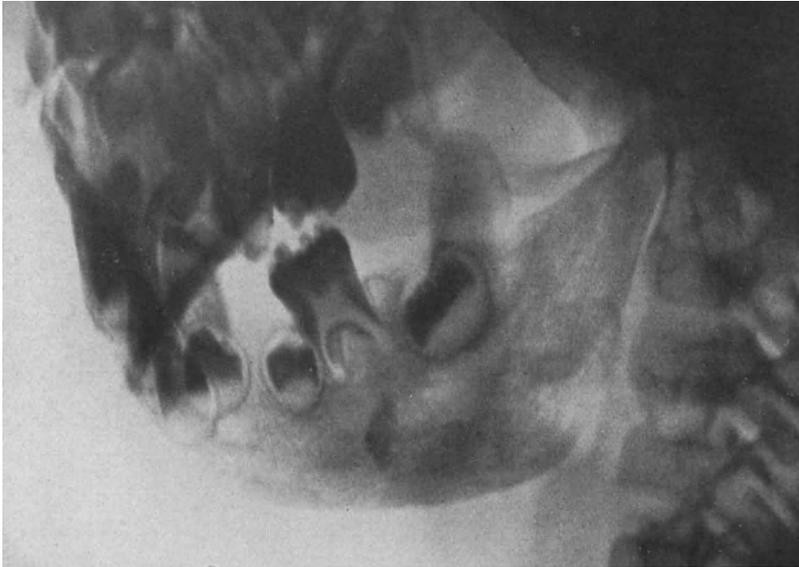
(aus der Westdeutschen Kieferklinik, Düsseldorf). Initialstadium einer Mikrognathie im Röntgenbild. Aus Bruhn, in Kantorowicz: Handwörterbuch der gesamten Zahnheilkunde. Bd. III. Verlag Hermann Meußner, Berlin.
